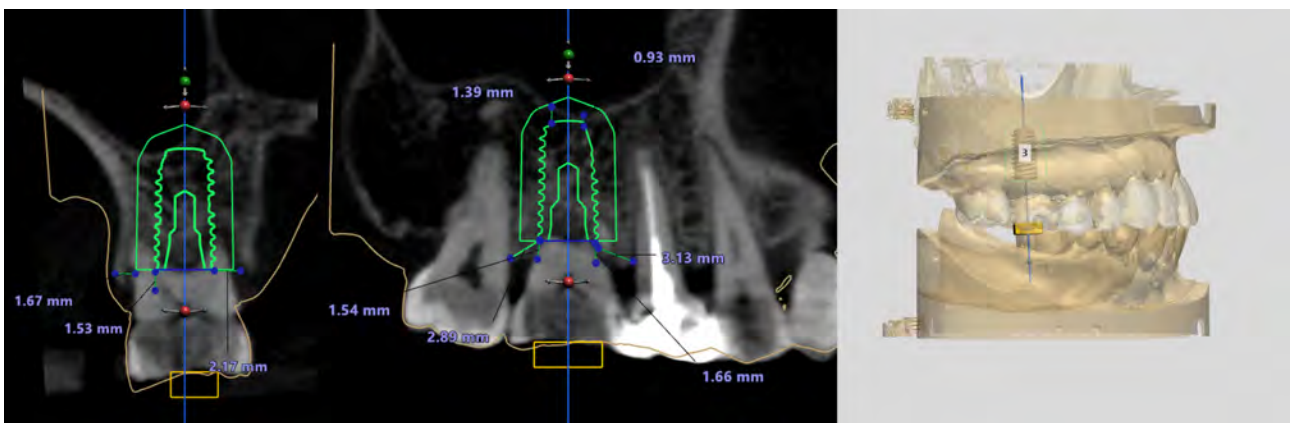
Implant position planning with superimposition of CBCT and 3D scan data.
